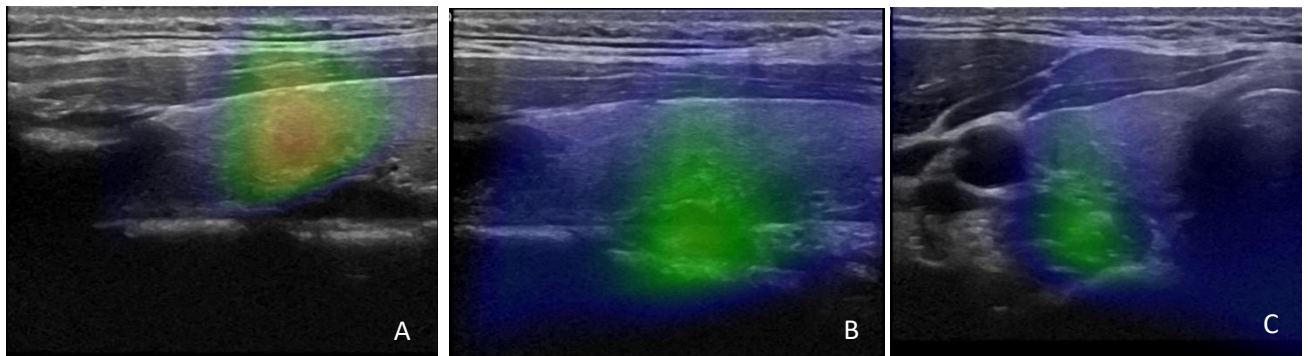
Fusions du fhSPECT/US chez le patient #11. L'image A montre une image ayant utilisé une compression pour l'image US, ce qui conduit à projeter l'activité de manière plus superficielle, dans la thyroïde. Les images B & C ont été réalisées sans la compression aux US, où on voit l'activité se projeter à une profondeur correcte.
